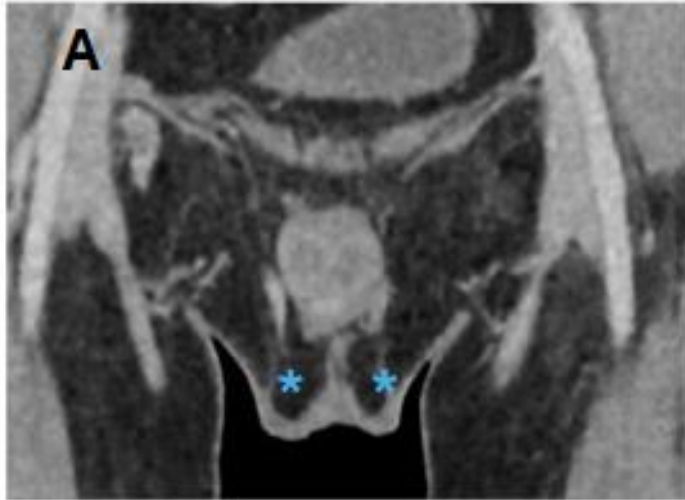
TC abdominal con contraste intravenoso realizada a varón de 32 años con criptorquidia tras ecografía negativa.
